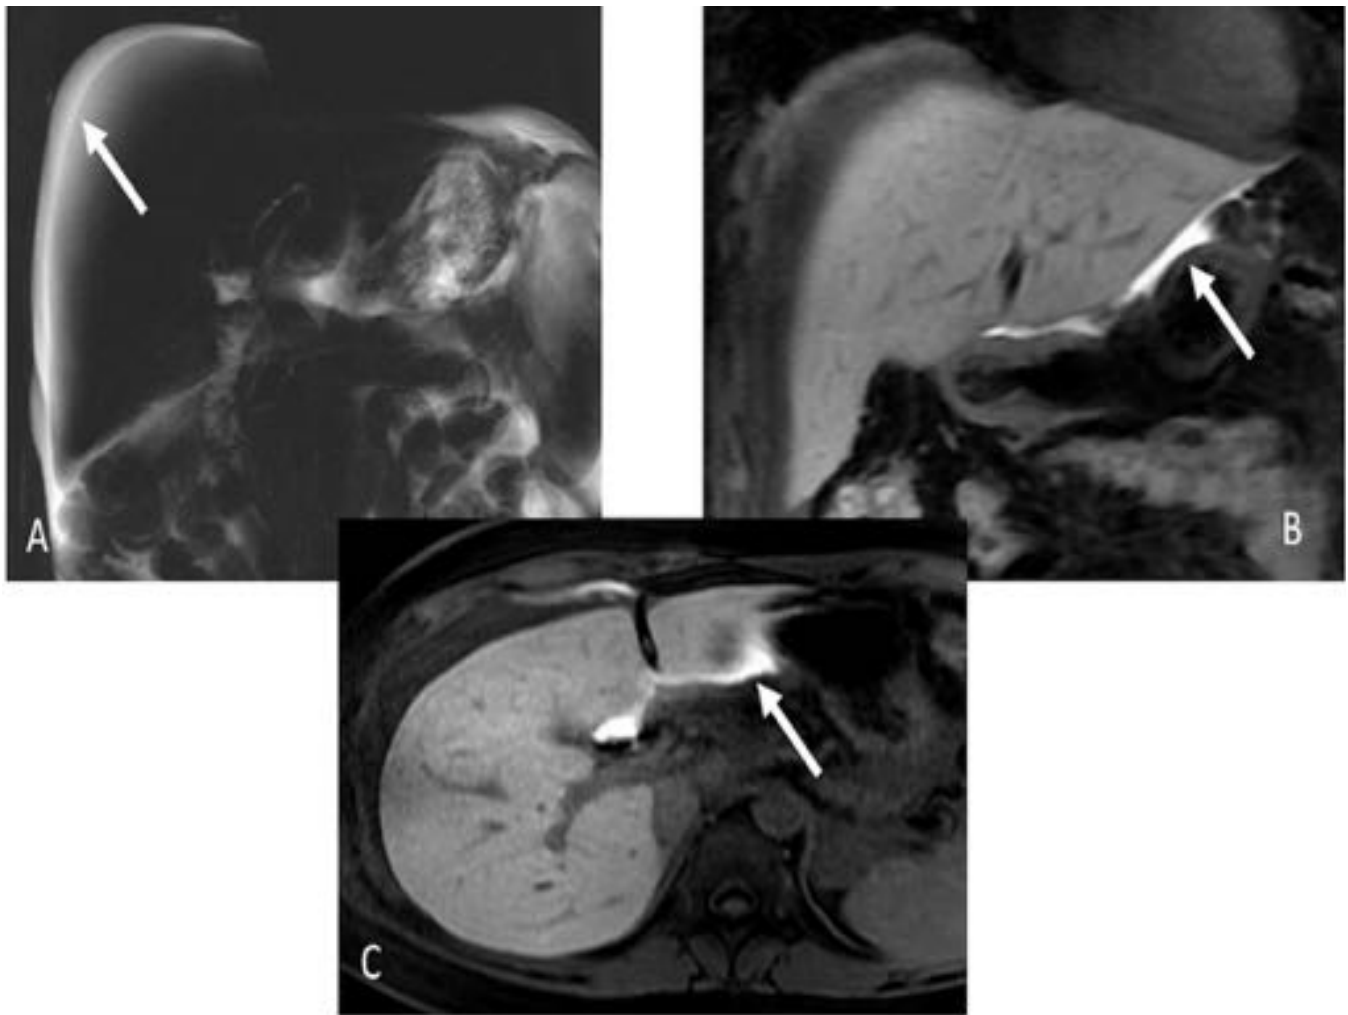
Fuga biliar en una mujer de 33 años con dolor abdominal tras una colecistectomía laparoscópica. (A). Corte grueso de colangiografía RM muestra líquido libre perihepático. (B y C). Imágenes T1 postcontraste con contraste hepatoespecífico (Gd-EOB-DTPA) y saturación de la grasa en fase celular, muestran una fuga biliar con extravasación de la bilis alrededor del hígado (flechas).
